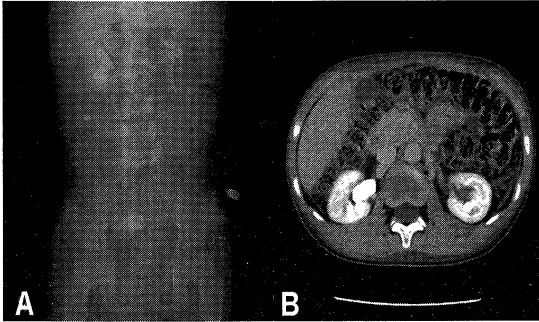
The images of simple abdomen X-ray (A) and computerized tomography of abdomen (B) reveals large impacted staghorn stone with nephrocalcinosis in the right kidney and multiple calcifications with stones in the left kidney.
